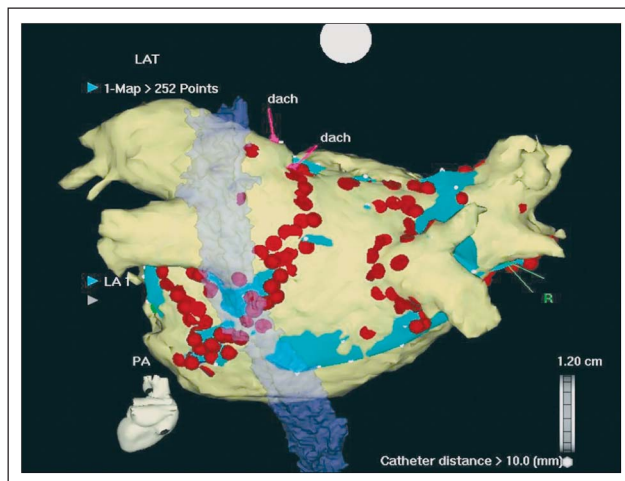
62-jährige Patientin mit persistierender Vorhofflimmerarrhythmie seit 6 Monaten mit konsekutiver Belastungsdyspnoe und Zustand nach mehrmaliger elektrischer Kardioversion; Klasse-Ic-Antiarrhythmikum ineffektiv, Sedacoron-Unverträglichkeit bei zusätzlicher immunogener Hyperthyreose und Zustand nach Radiojodtherapie; zirkumferentielle Ablation inklusive mitraler Isthmuslinie; seit der Ablation keine Rezidive (subjektiv und in mehreren Langzeit-EKGs) ohne antiarrhythmische Medikation über 5 Monate. CartoMerge™-Map nach zirkumferentieller Ablation, posterior-anteriore Ansicht (Rot = Ablationspunkte; Hellgelb = CT-Bild; Türkis = darunter liegendes CartoMerge™-Map; durchscheinend Blau = Ösophagus; „dach“ = definierte Bezugspunkte für die Bildfusionierung)
